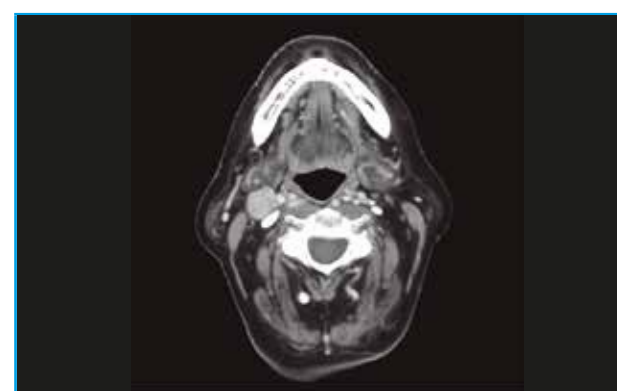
TC axial de adenopatía derecha que muestra gran captación de contraste en nivel cervical II menor de 3 cm en TPOD. Cuello N1.
